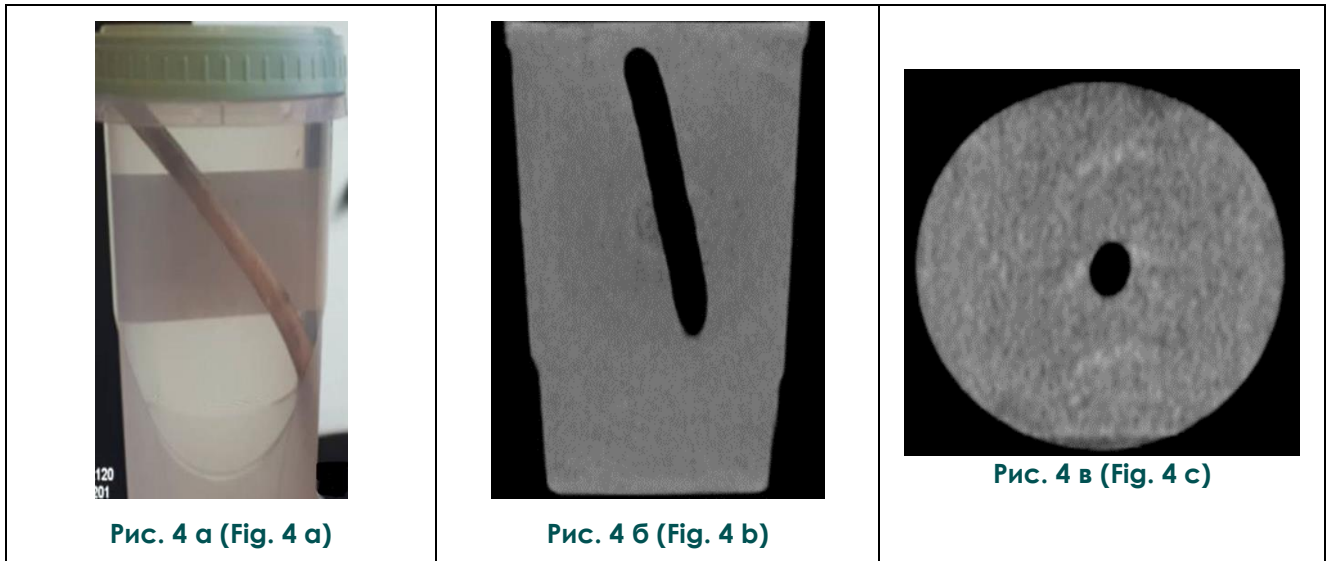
Эксперимент: а – фотография пластикового контейнера, наполненного физиологическим раствором, в который помещена сухая ветка; б – компьютерная томография, корональная плоскость, сухая ветка имеет низкую плотность, соответствующую газу (-858 HU); в – компьютерная томография, аксиальная плоскость.
